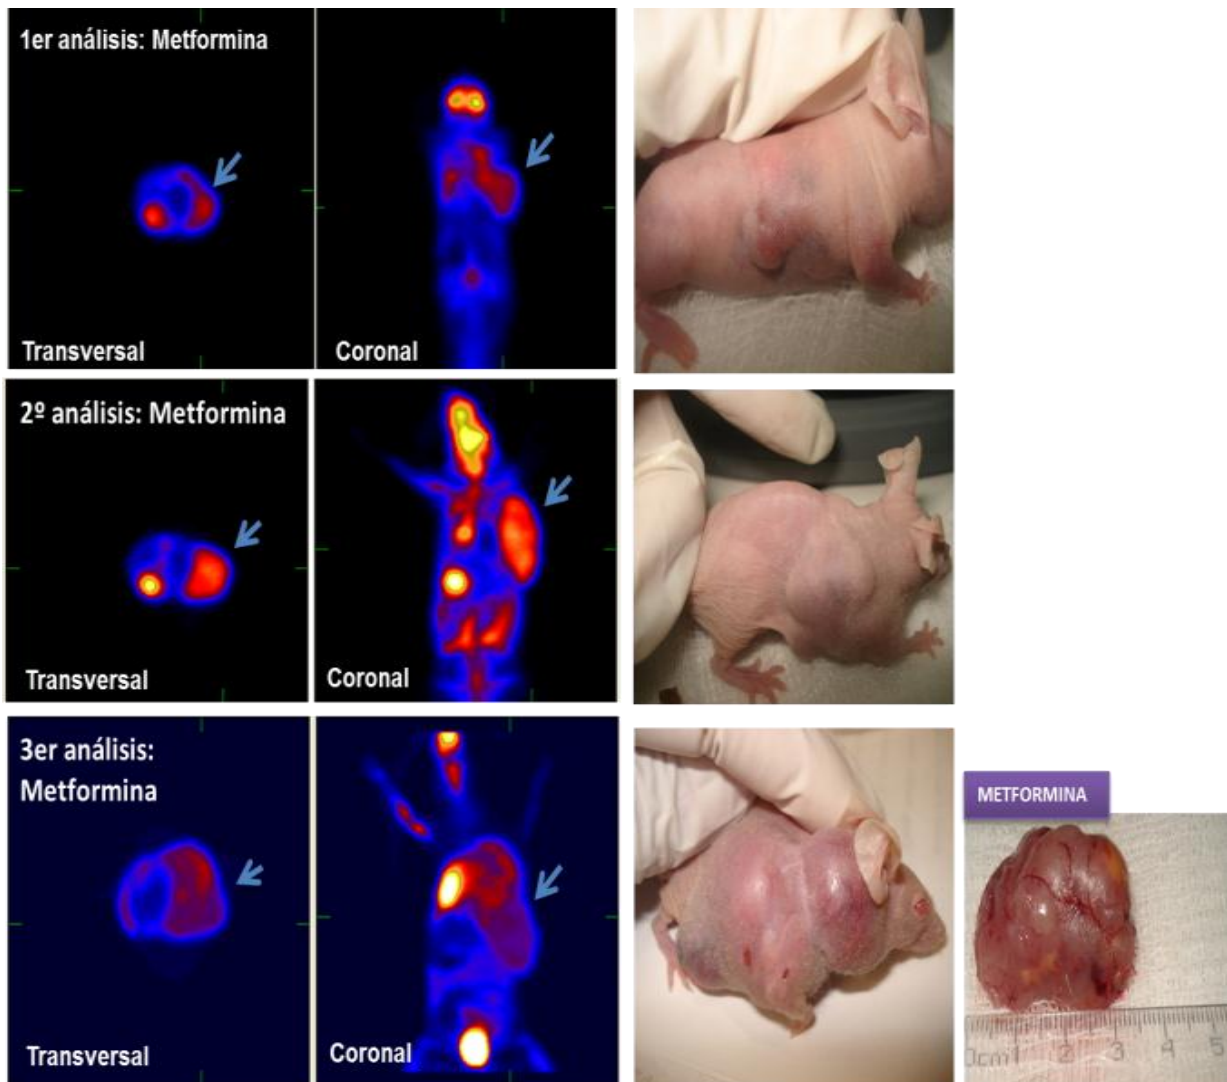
c. Muestra la evaluación del crecimiento tumoral del grupo experimental tratado con metformina. Este análisis se llevó a cabo mediante microPET empleando ^{18}F FDG. El seguimiento de la enfermedad se evaluó mediante 3 análisis (basal, 7 y 15 días. Se observó disminución poco significativa del crecimiento de la masa tumoral con respecto a lo obtenido con doxorubicina y F3. A la derecha se muestran los animales que se utilizaron durante los 15 días del seguimiento de este análisis y la masa tumoral extraída al finalizar el estudio. Las flechas indican la zona de mayor captación de la ^{18}F FDG; la cual se biodistribuye en la zona de mayor demanda energética. Por su naturaleza fisiológica, en los órganos corazón y cerebro se observa mayor captación del radionúclido; en la vejiga se observa captación debido a que la FDG es excretada a través de la orina.
